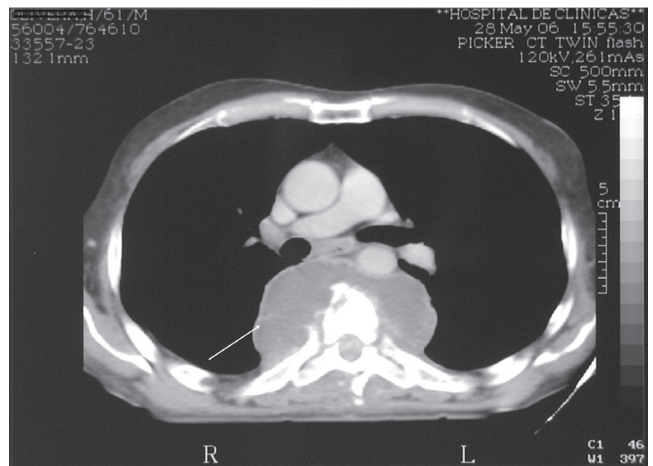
Tomografía Axial Computarizada. Voluminoso absceso prevertebral que destruye el cuerpo vertebral adyacente.
